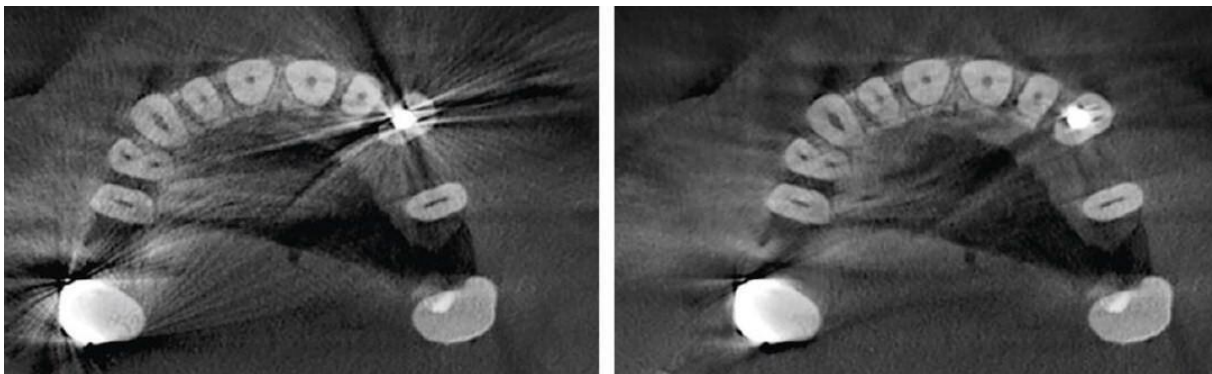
cone beam réalisé sans MARS (à gauche) et cone beam réalisé avec MARS (à droite). [20]
